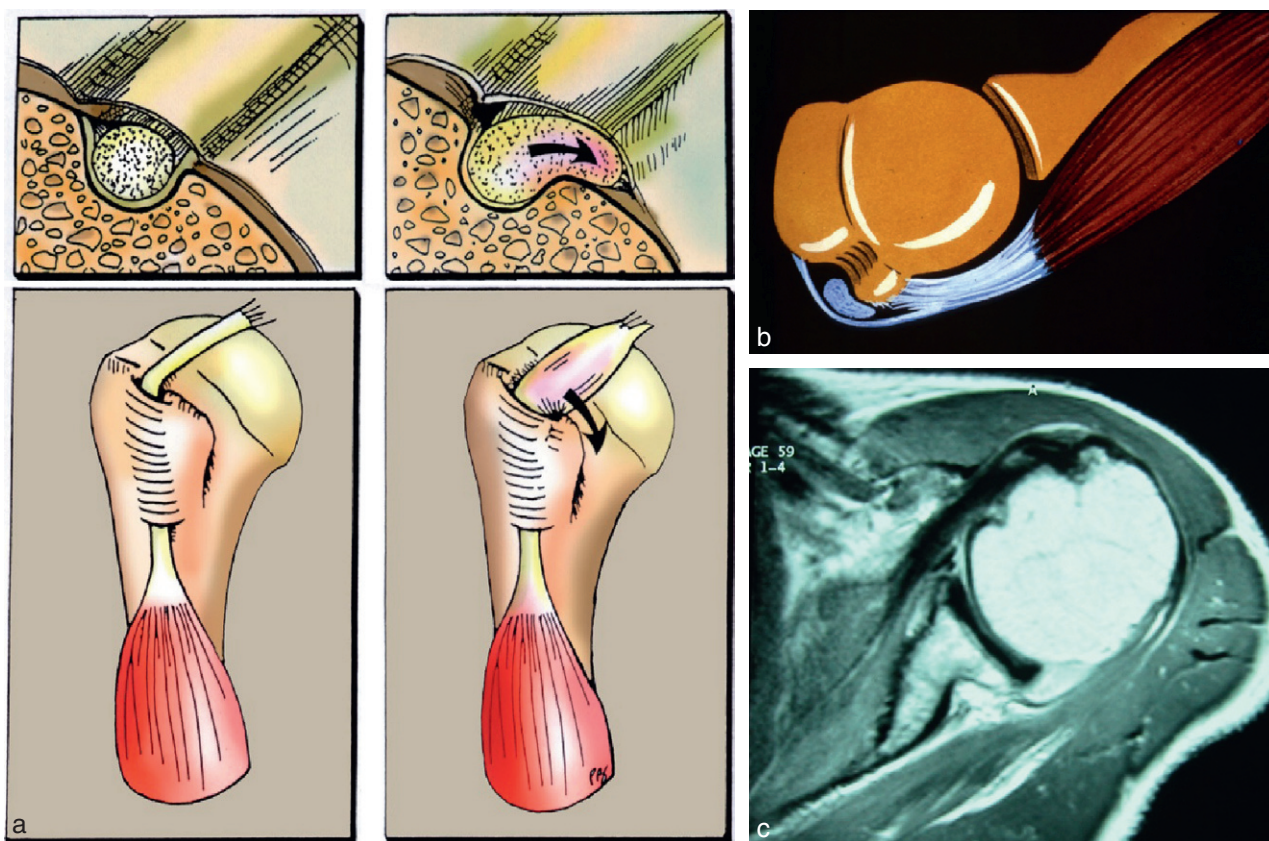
L'hypertrophie de la portion intra-articulaire du LB s'accompagne d'une dilatation de la poulie de réflexion à l'entrée de la gouttière et de sa subluxation médiale (a) ; la subluxation du LB se fait le plus souvent dans l'épaisseur du tendon souscapulaire (b) ; l'imagerie préopératoire par IRM ou arthroscanner permet le diagnostic (c).
